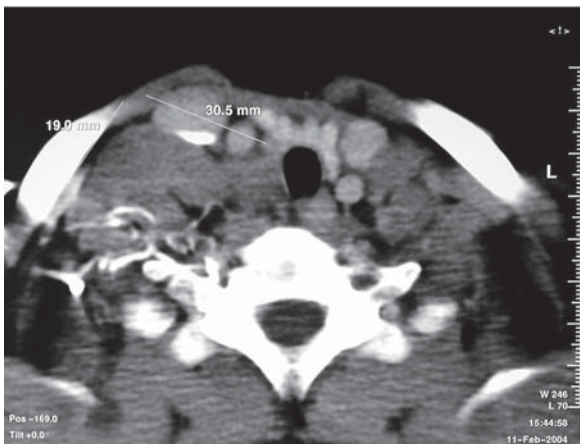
Tomografía computada de tórax (ventana mediastinal). Se observa una masa con densidad de partes blandas en mediastino medio y anterior, que se tiñe de forma heterogénea con contraste endovenoso y produce desplazamiento de las estructuras vasculares.
